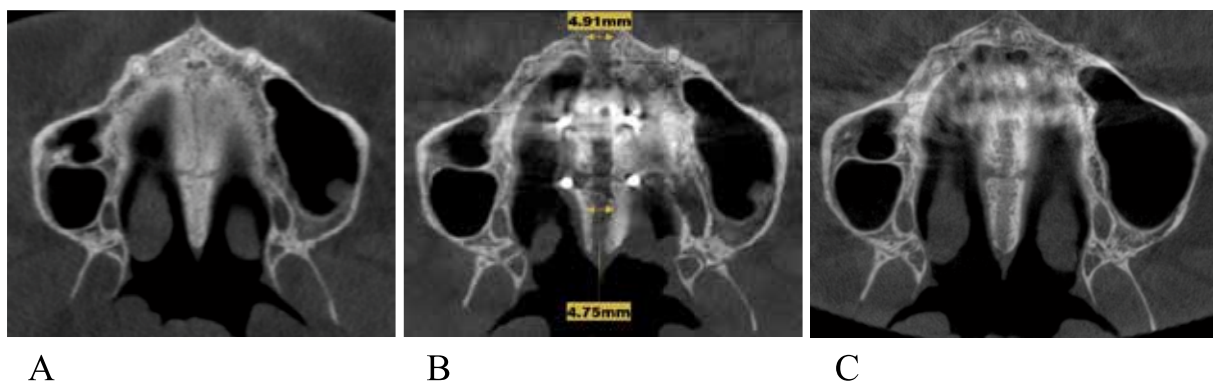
Compararea rezultatelor. A) Secțiune axială CBCT preoperator. B) Secțiune axială CBCT postoperator la finele expansiunii.
